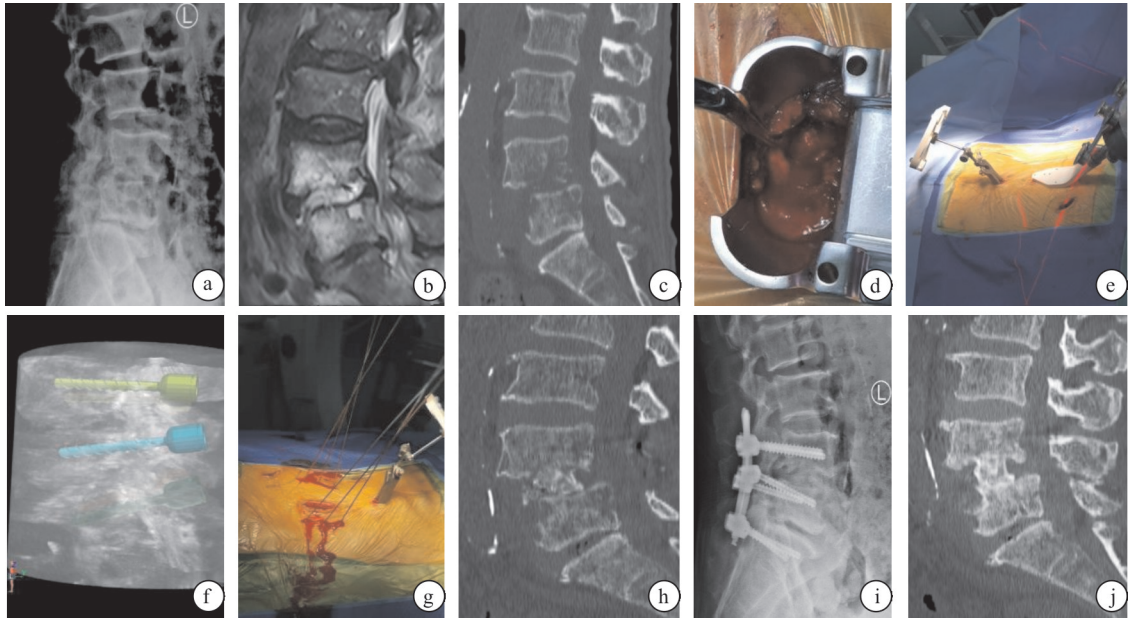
机器人辅助局限性椎板切除减压植骨内固定术 a: 术前侧位 X 射线片;b: 术前磁共振图像;c: 术前 CT 扫描;d: 单侧局限性椎板切除、清创和植骨;e: 机器人注册;f: 在工作站上规划植入螺钉;g 插入导针;h 术后一个月的后前位 X 射线片;i: 术后一个月的侧面 X 射线片;j: 术后一年的 CT 扫描
